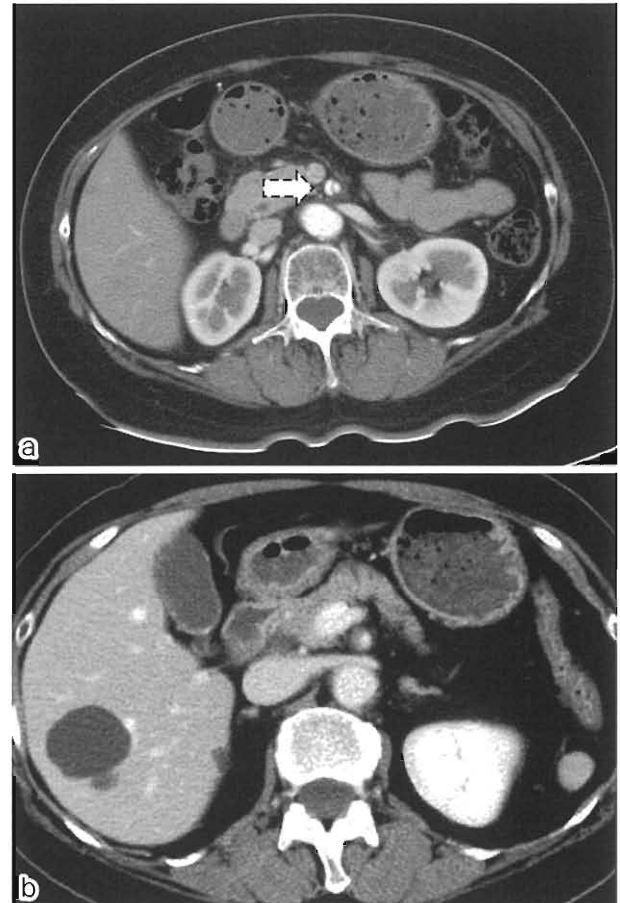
Enhanced abdominal computed tomography (a) Day 1. No abnormality noted in the aorta. Dissection (arrow), with patent false lumen and without expansion, from the superior mesentery artery to the branching proximal part is noted. Celiac artery and gut tract are well enhanced. (b) Day 7. Closing of the false lumen is confirmed.
